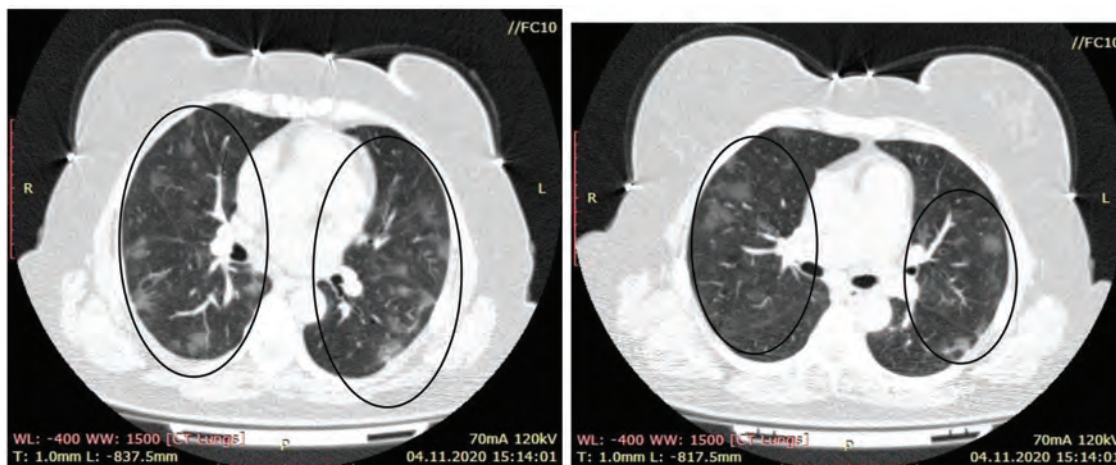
КТ ОГК. У легенях визначаються ділянки за типом «матового скла» переважно субплевральної локалізації
